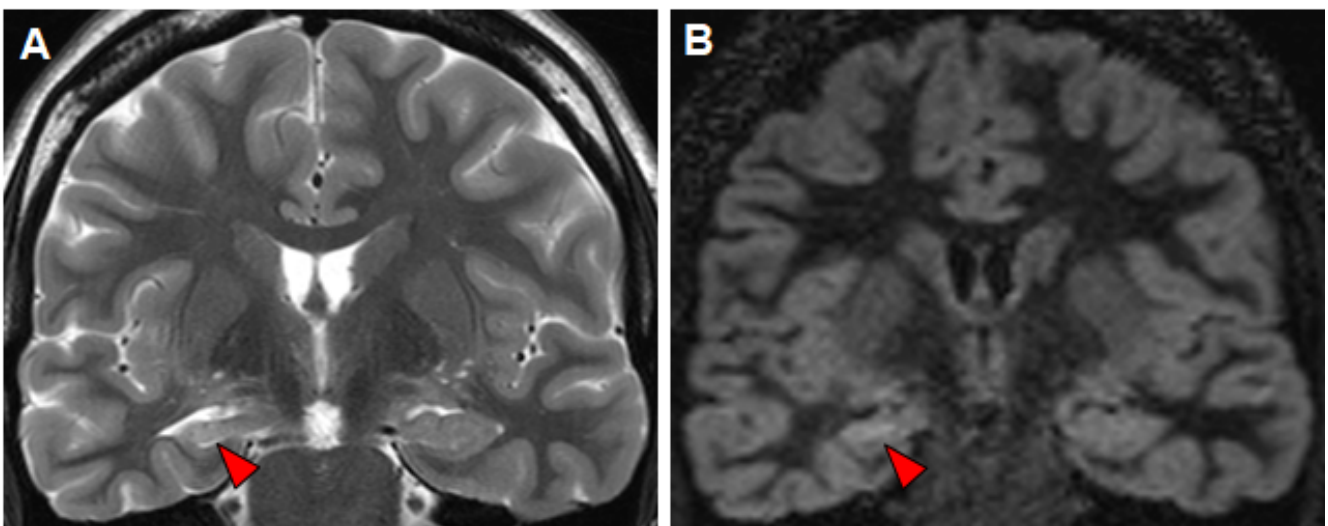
RM con esclerosis mesial temporal derecha
